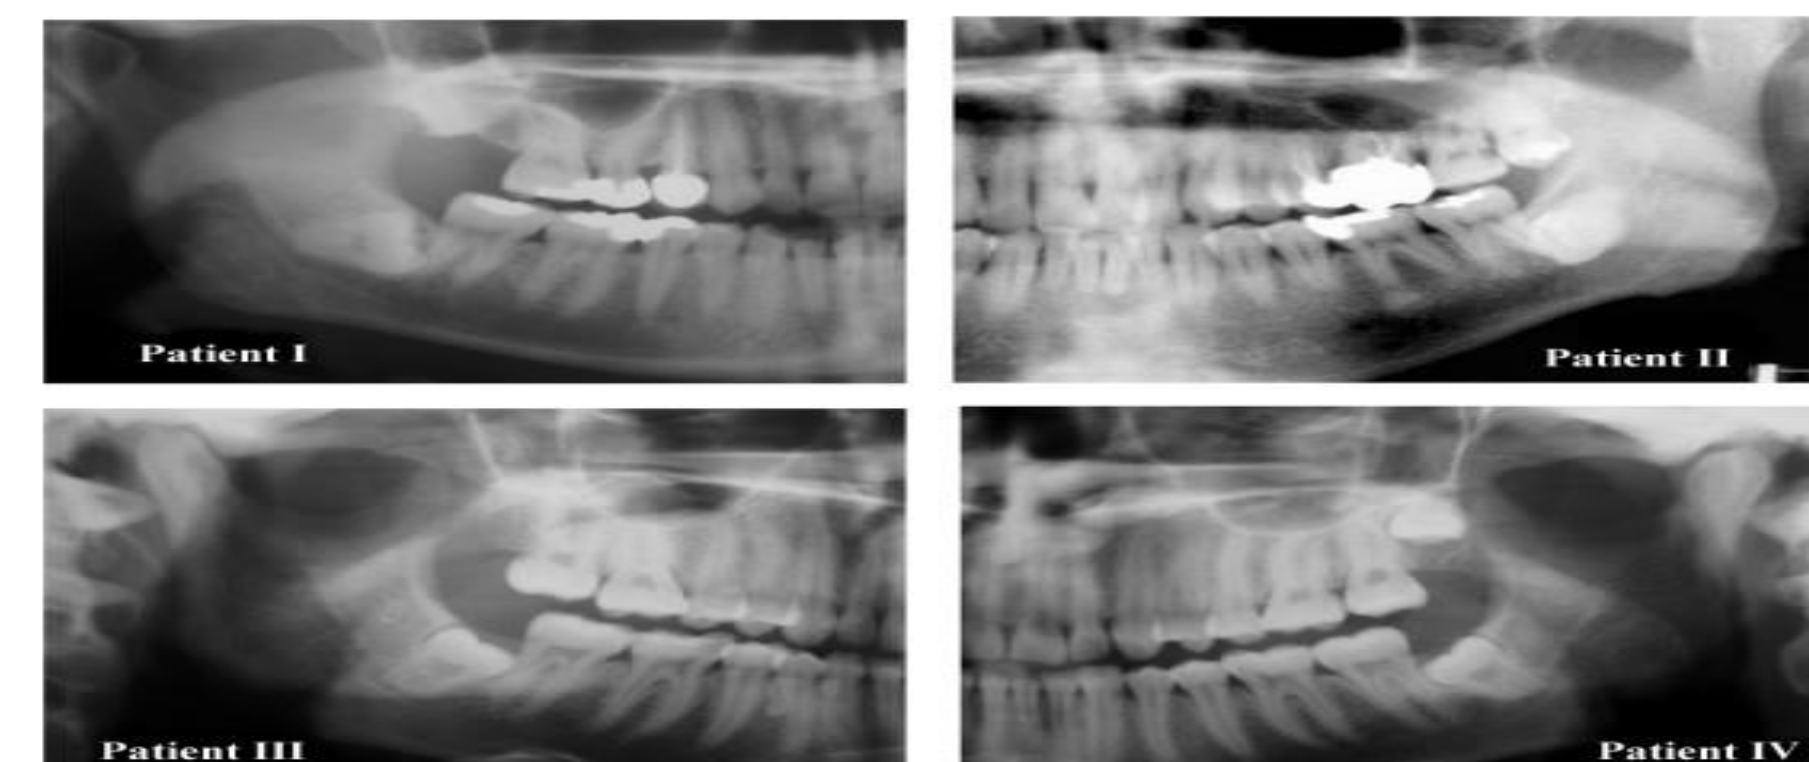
Montagem das radiografias panorâmicas de quatro pacientes mostrando em cada caso a estreita relação espacial entre os terceiros molares mandibulares e o NAI (Tuncer Onze *et al.* 2006).
